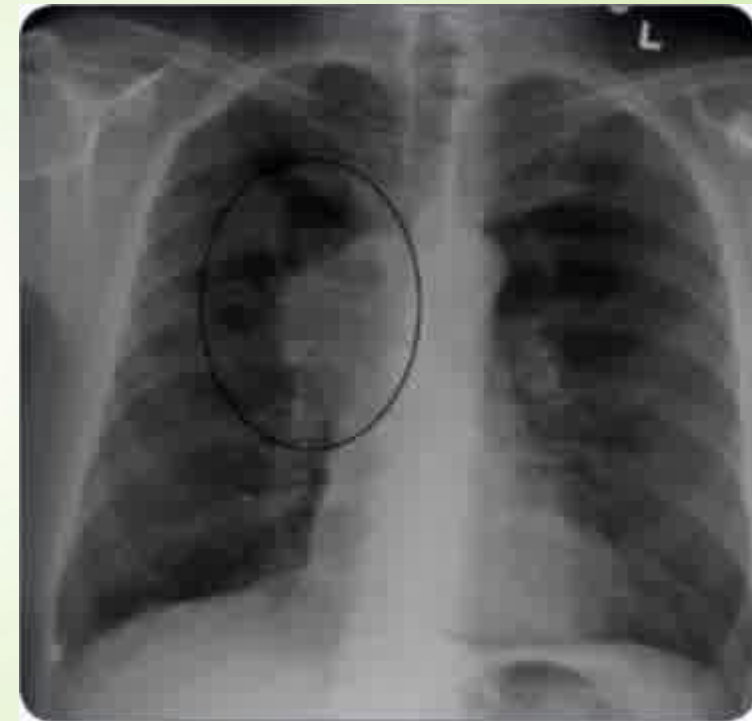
Chest x-ray showing tumor in the lung.
